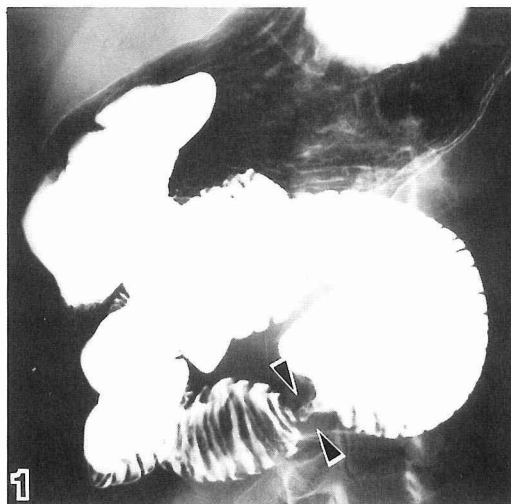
Small intestinal radiography reveals an “apple core sign” in the jejunum about 20cm from the duodenojejunal flexure.
